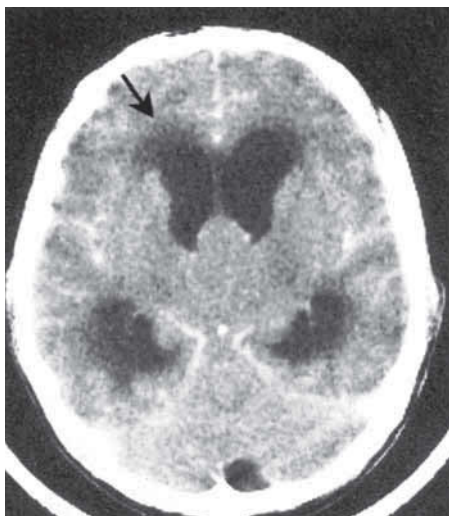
КТ при окклюзионной гидроцефалии. Расширенные латеральные желудочки с перивентрикулярной пониженной плотностью (показаны стрелкой) свидетельствуют об отеке вещества мозга. Объемное поражение на уровне третьего желудочка блокирует отток из латеральных желудочков
